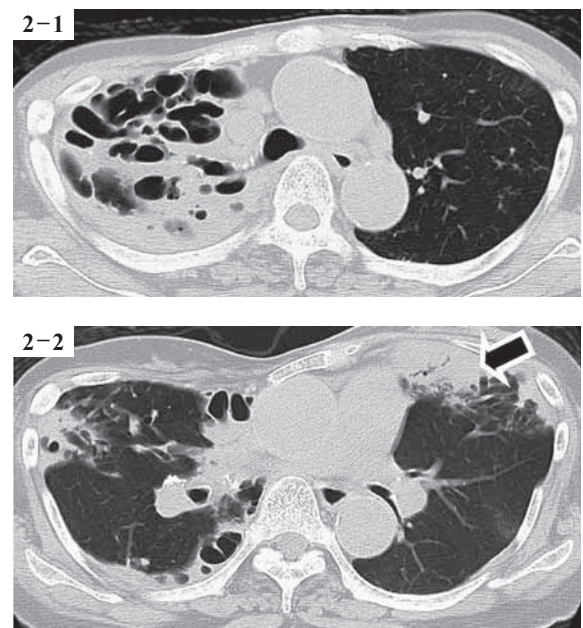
Chest CT on admission shows infiltration with multiple thick-walled cavities in right upper lobe (Fig. 2-1) and subpleural consolidation in left lingular segment (Fig. 2-2, arrow). No obvious deterioration is observed in known cavitory lesions in right middle lobe compared with prior images.
